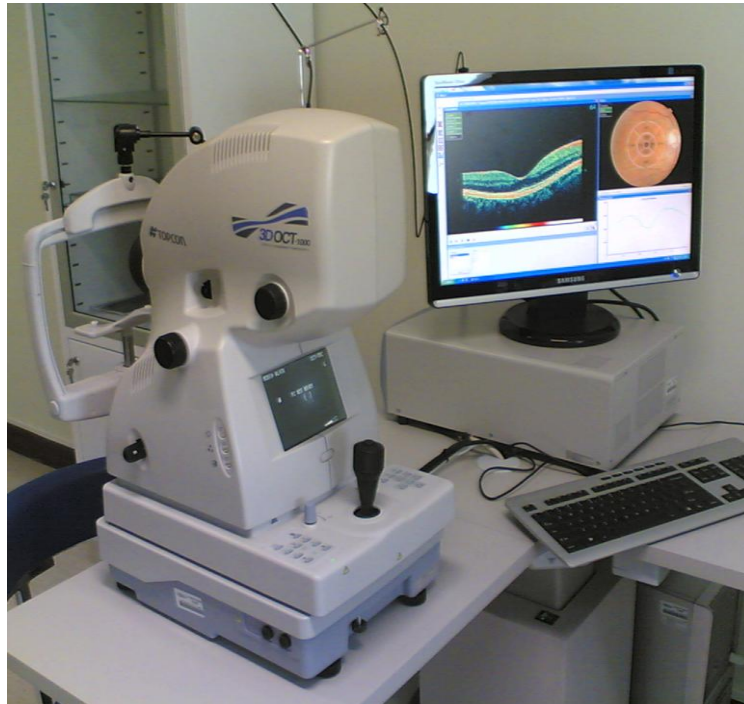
O.C.T. (TOPCON 3D OCT -1000; Optical Coherence Tomography) [65]
